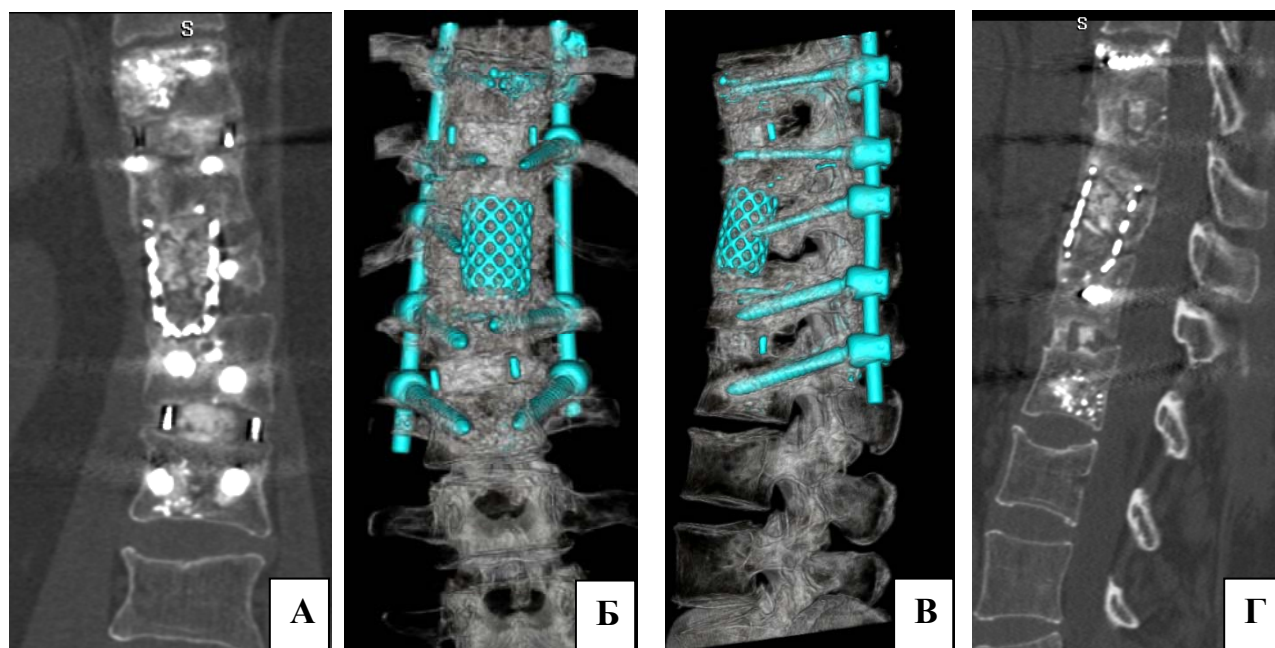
Послеоперационный КТ контроль после двухэтапного реконструктивного вмешательства: 3D КТ реконструкция (А, Б), КТ в сагиттальной плоскости (В), КТ во фронтальной плоскости (Г)
